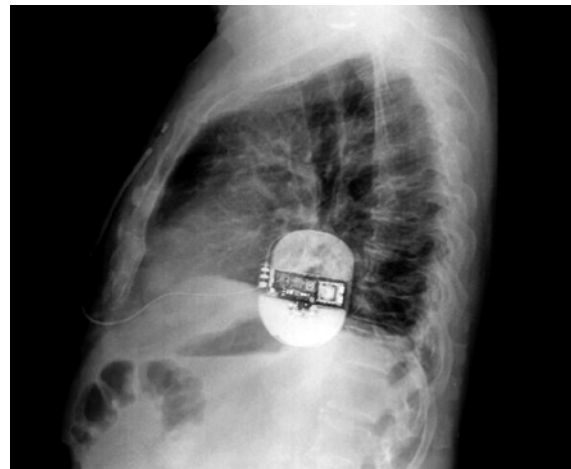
Radiografia em perfil esquerdo de tórax demonstrando gerador de cardioversor-desfibrilador implantável posicionado entre as linhas axilar média e posterior esquerda e cabo-eletrodo subcutâneo sobre o esterno.
